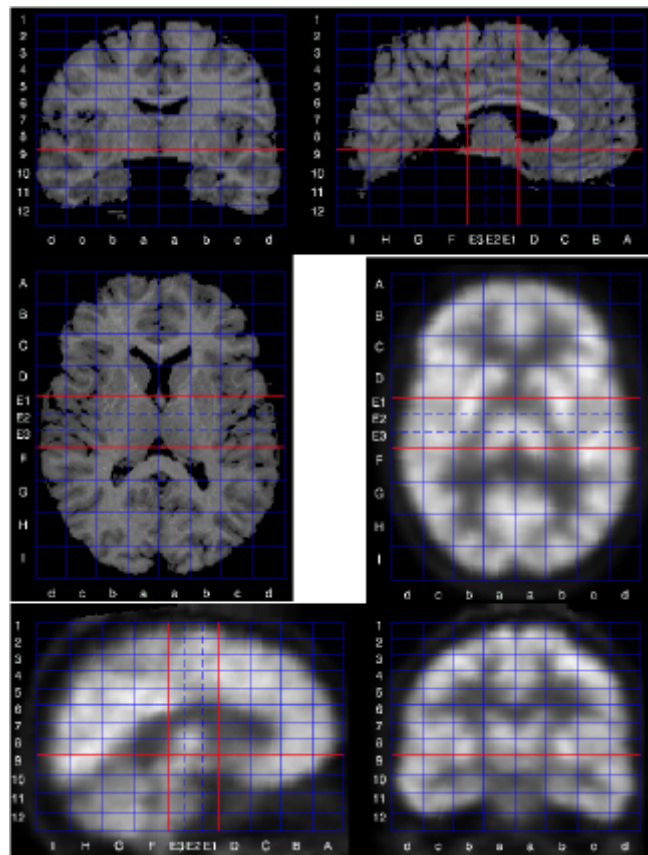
Ejemplo de imagen de RM segmentada y a la que se le ha aplicado la rejilla de Talairach (arriba). El estudio PET se registra con la resonancia para que pueda ser cuantificado mediante la rejilla Talairach.
